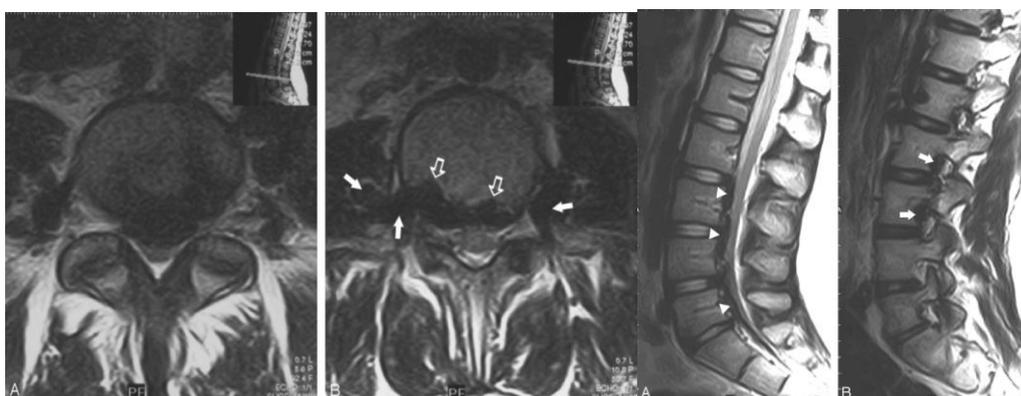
Расширенные эпидуральные вены на МРТ и РКТ на уровне L4–5, создающие масс-эффект со смещением дурального мешка кзади за счет распространения вен в сторону задних отделов тела вышележащего позвонка L3 и фораминальных отверстий (показано стрелками).
